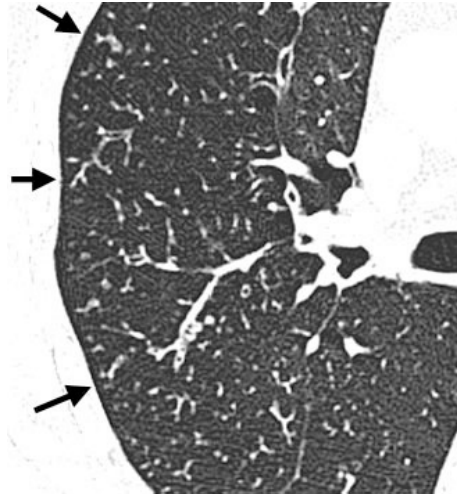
Corte transversal de TAC que muestra modelo de brote de árbol.
